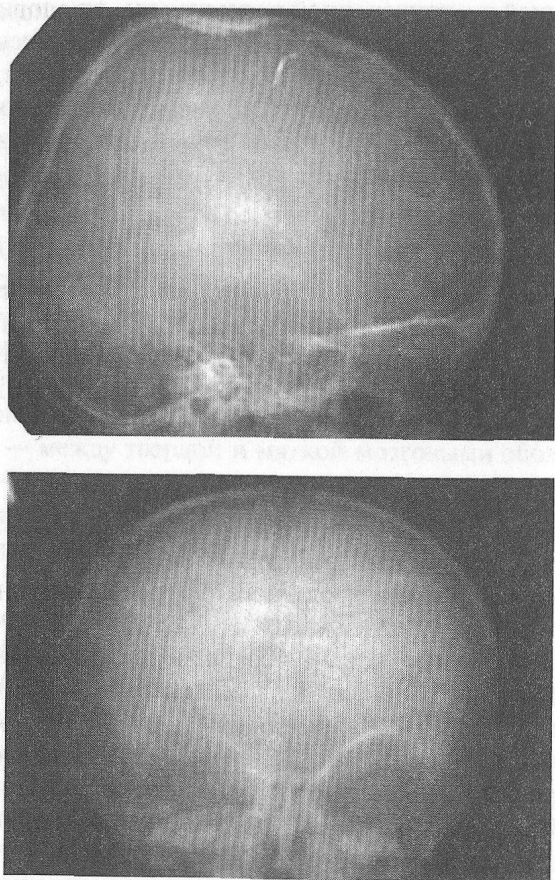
Вдавленные переломы костей свода черепа (рентгенограмма в двух проекциях)
